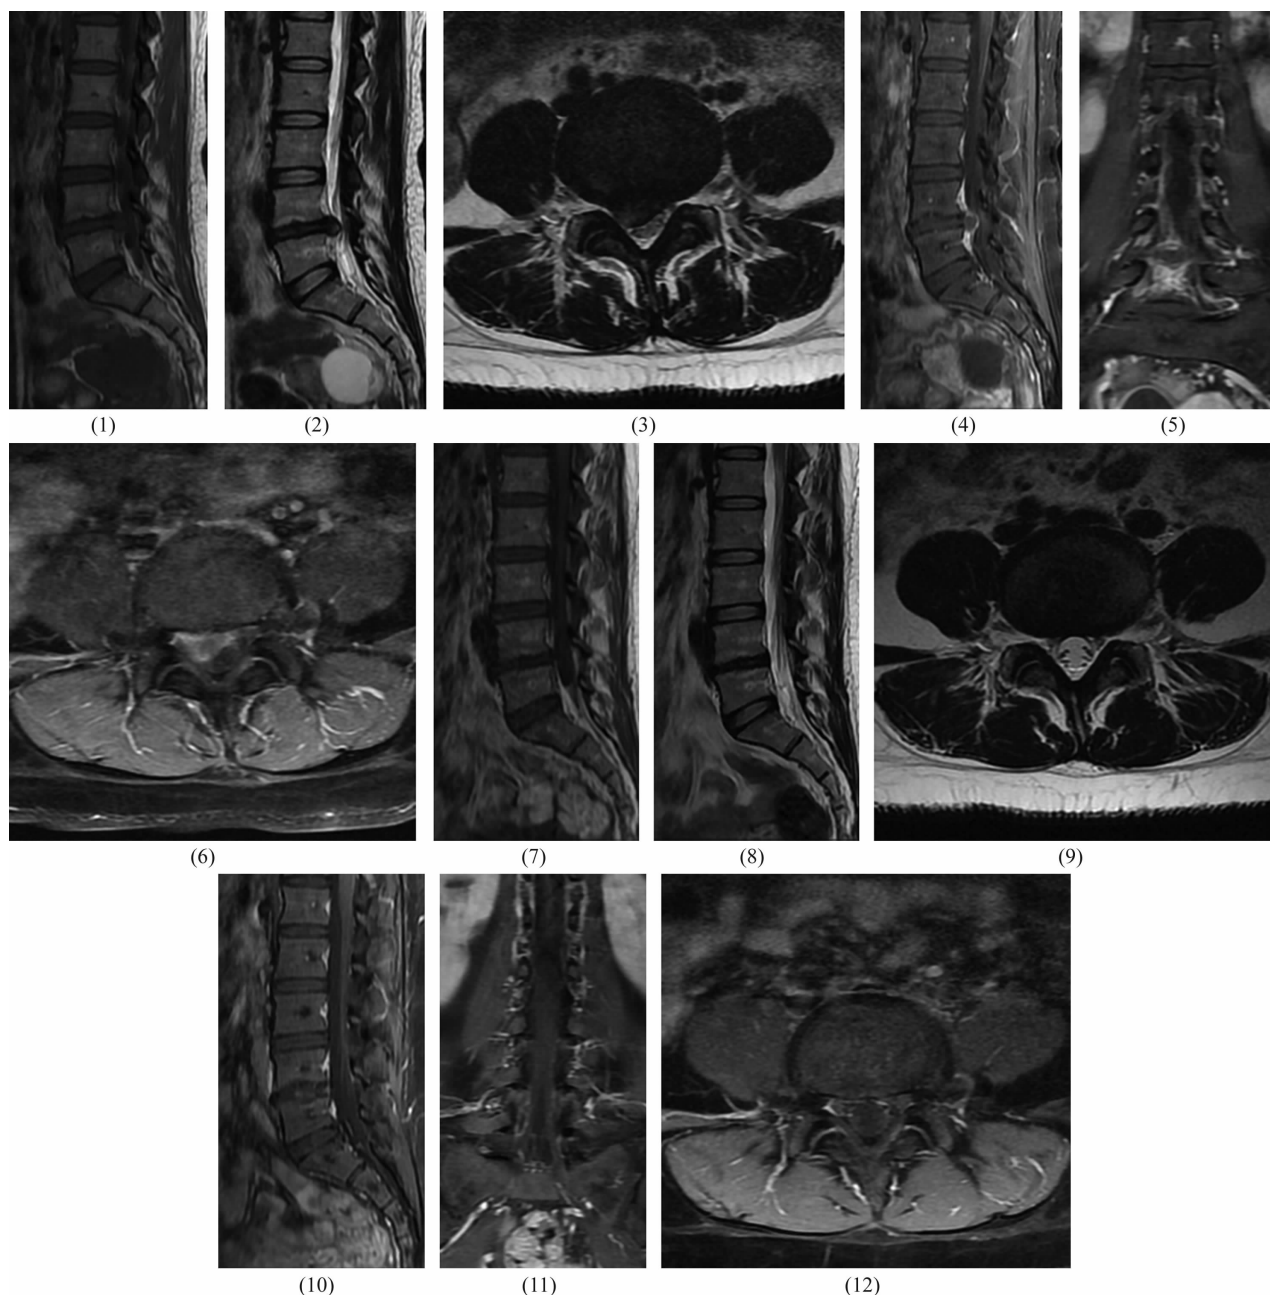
L₄₋₅椎间盘突出症以口服益气活血方为主保炎治疗前后 MRI
